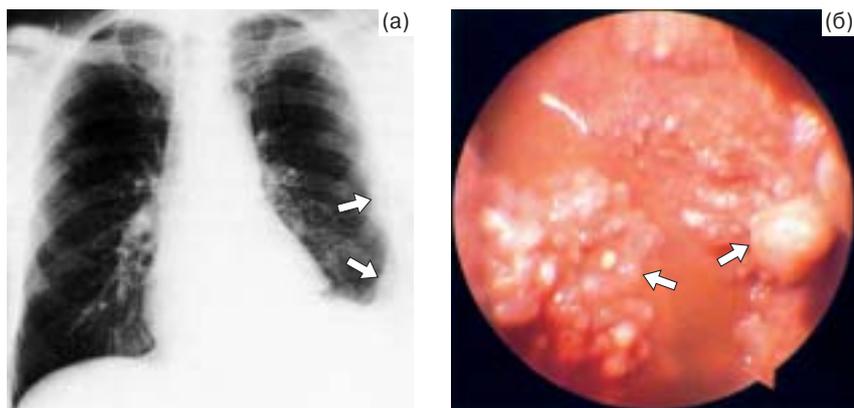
Рецидивирующий геморрагический выпот в левой плевральной полости у больной 54 лет: а – рентгенограмма грудной клетки (стрелками показаны места утолщения плевры); б – торакоскопическая картина (стрелками показаны опухолевые разрастания на париетальной плевре). Диагноз: мезотелиома плевры.
